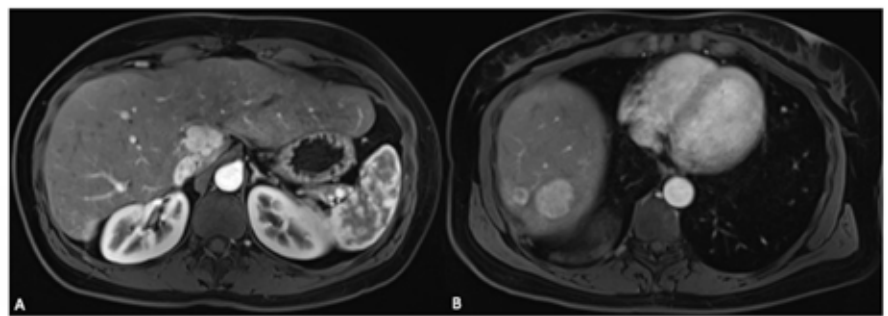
Transversal slices of liver MRI six months after microwave ablation, showing new enhancing liver lesions in segment I (image A) and in segment VII and VIII (image B).
